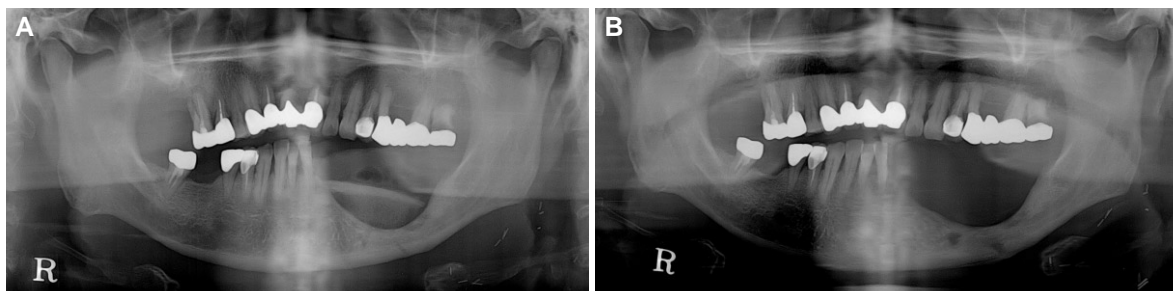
Panoramic radiograph at bone graft and after removal of necrotic bone. (A) radiograph after iliac bone graft surgery on September 12, 2008, (B) radiograph after surgical removal of necrotic graft material.
